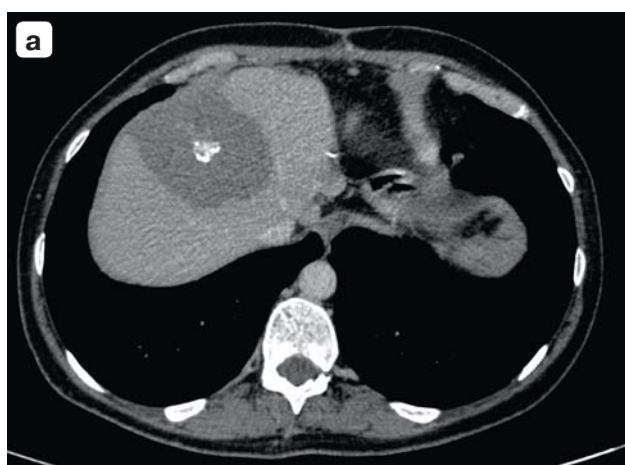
Компьютерная томограмма. Альвеококкоз печени. Состояние через 15 мес после операции: а — паразитарная киста в IVa—VIII сегментах печени до 8 см, овальной формы, с кальцинатами в центральном отделе; б — образования в V—VI сегментах печени без выраженной динамики; сегменты II, III удалены. Аксиальная проекция, венозная фаза.
